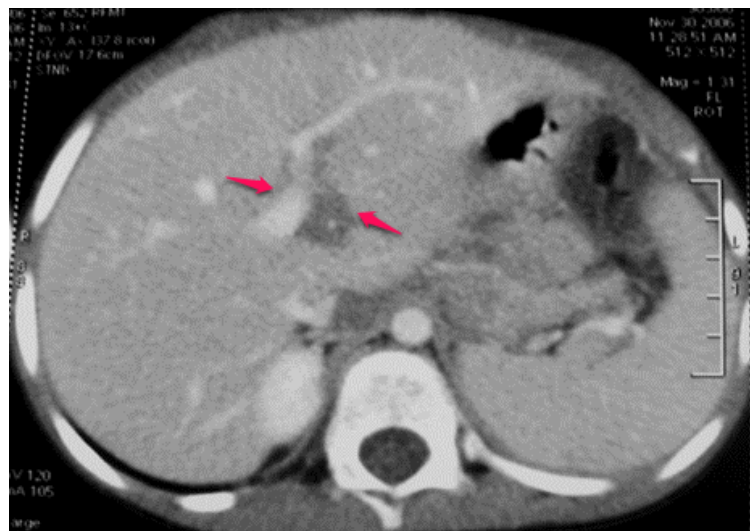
Aspect TDM d'une infiltration péri-portale (flèche) au cours d'un lymphome de Burkitt [62].
